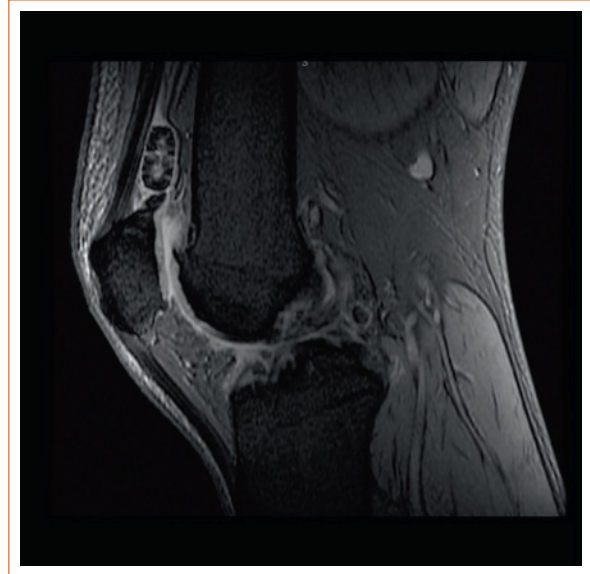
Resonancia magnética de rodilla, en proyección sagital, en la que se observan múltiples cuerpos libres intraarticulares de forma redondeada, hipointensos en la secuencia ponderada en T1 STIR, compatibles con cuerpos cartilaginosos característicos de la condromatosis sinovial.
